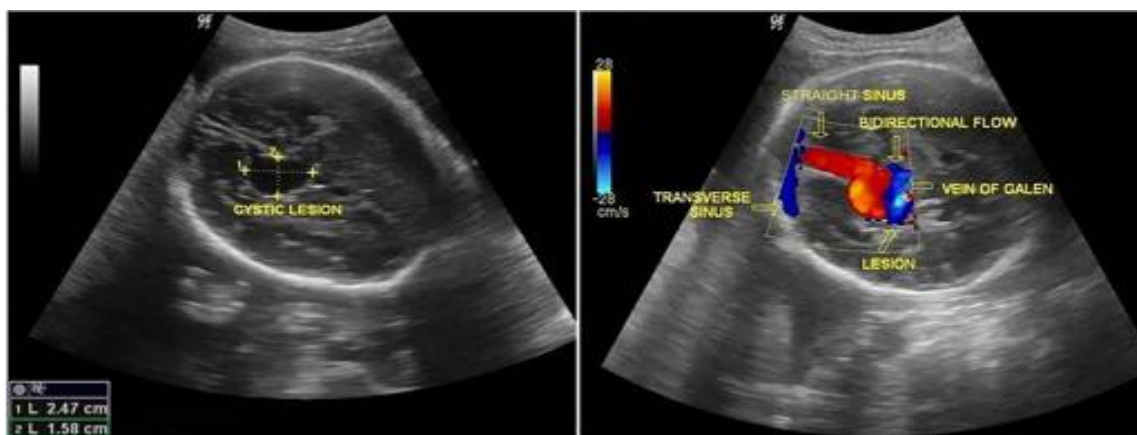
Imagem de ultrassonografia pré-natal mostrando lesão cística na fossa posterior que, ao Doppler, apresentou fluxo de cor bidirecional - malformação da veia de Galeno. Disponível em: <https://casereports.bmj.com/content/2015/bcr-2015-213785?utm>
